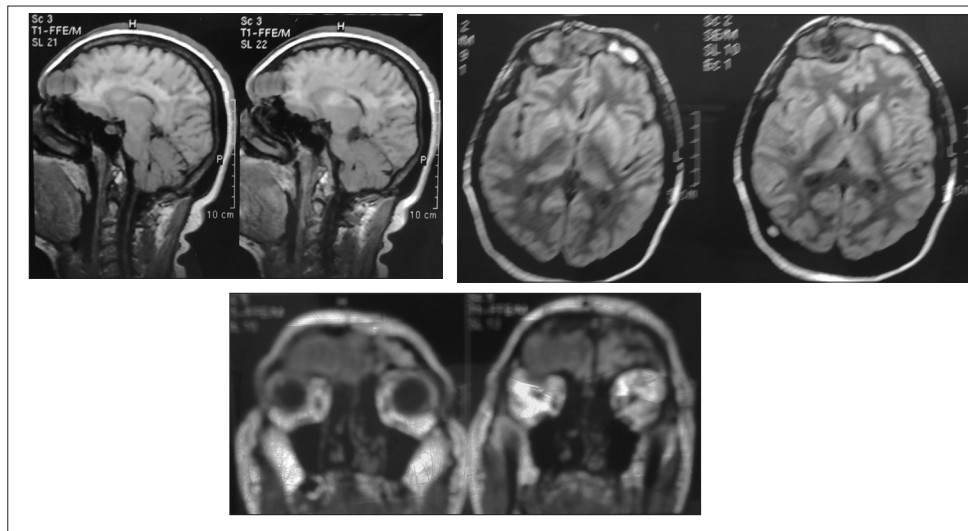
(А, В). Хвора Ч., 41 рік. МРТ-дослідження. Менінгеома передньої черепної ямки пролабувала в лобовий синус, решітчастий лабіринт та орбіту (знімок до оперативного лікування)
